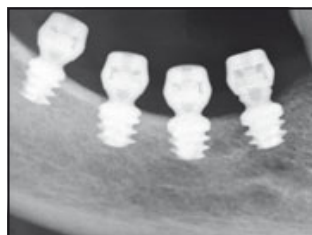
(a und b) Postoperative Röntgenaufnahmen der Implantatposition in Bezug zum N. alveolaris inferior.
